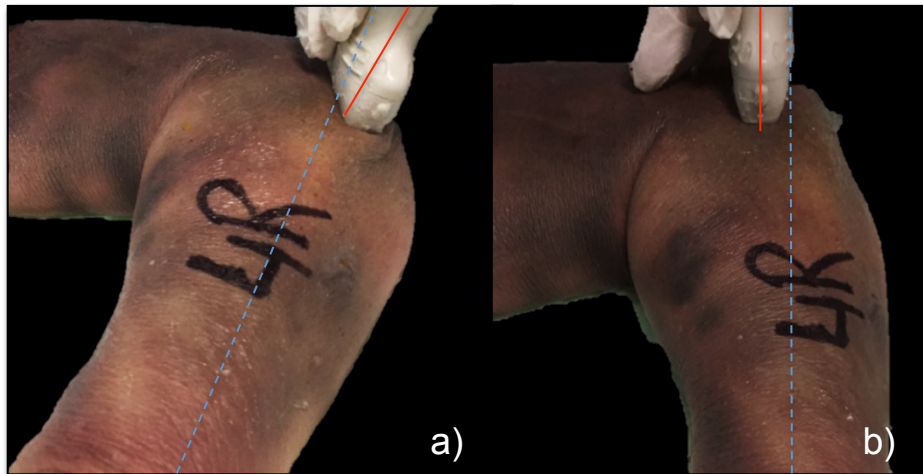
Realización de ecografía sobre piezas anatómicas. Línea azul discontinua sigue el eje del antebrazo. Línea roja sigue el eje del transductor. a) Refleja la angulación de 10° del transductor con respecto al eje del antebrazo. b) El eje del transductor sigue el eje del antebrazo.
